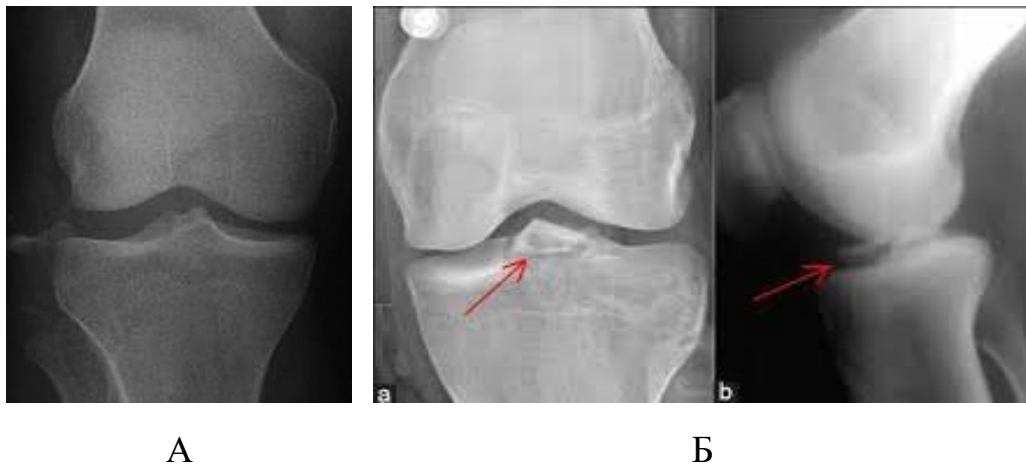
Рентгенограма колінного суглоба в день травми без видимих ознак кістково-травматичних ушкоджень (А) і через 10 днів з рентгенологічними ознаками перелому міжвиросткового підвищення (Б)
